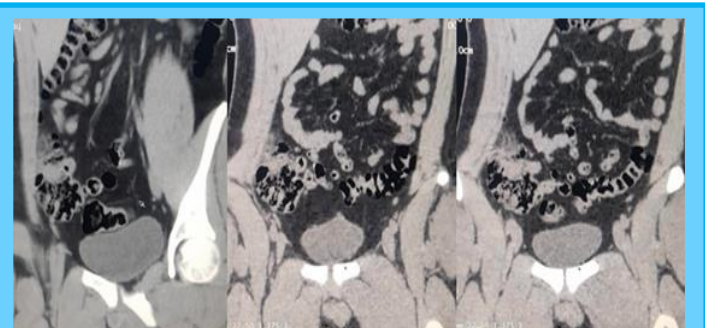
TAC Abdominopélvica.
